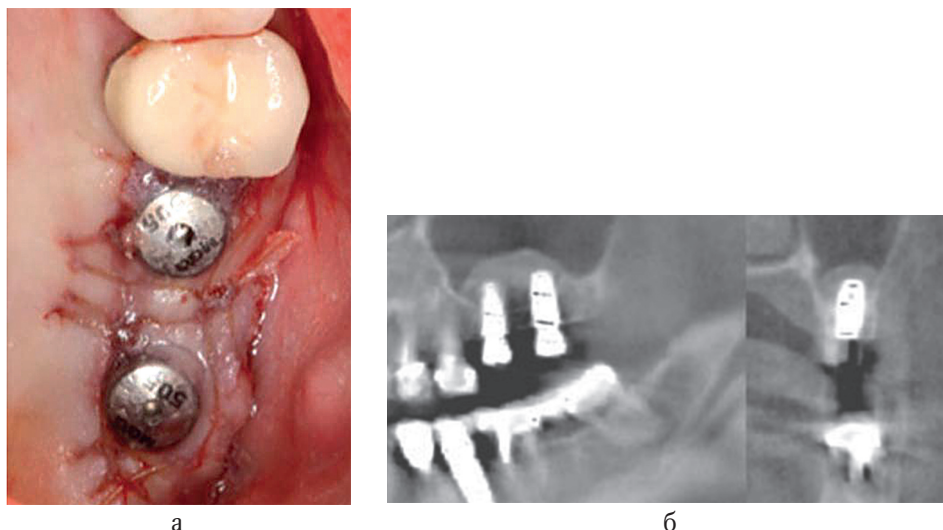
а — установлены имплантаты одновременно с закрытым синус-лифтингом по одно-этапному протоколу; б — рентген-контроль
